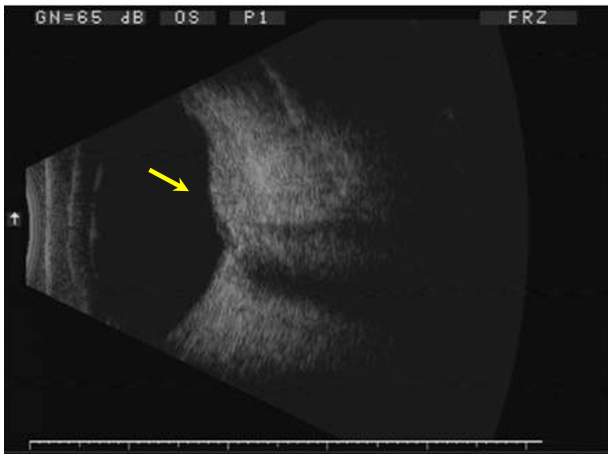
Ultrasonography of left eye. Dome-shaped mass about 3 mm height was seen (yellow arrow).
